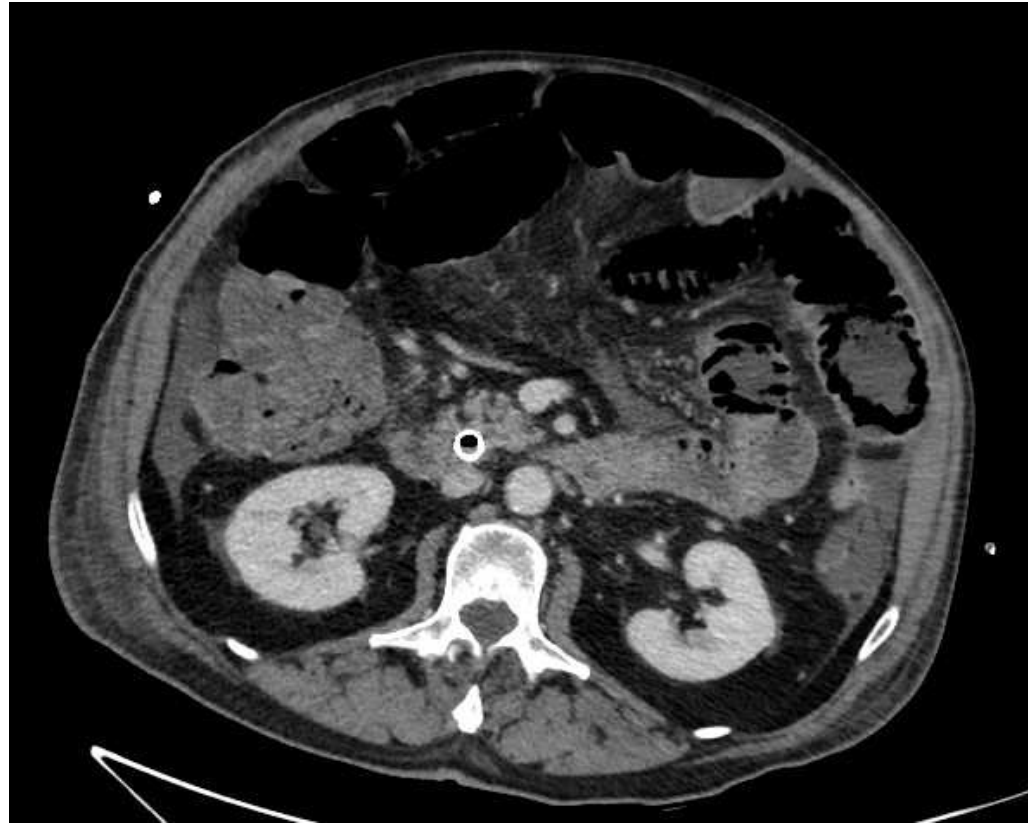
TC con contraste (axial) que muestra neumatosis intestinal, hallazgo sugestivo de isquemia intestinal.
